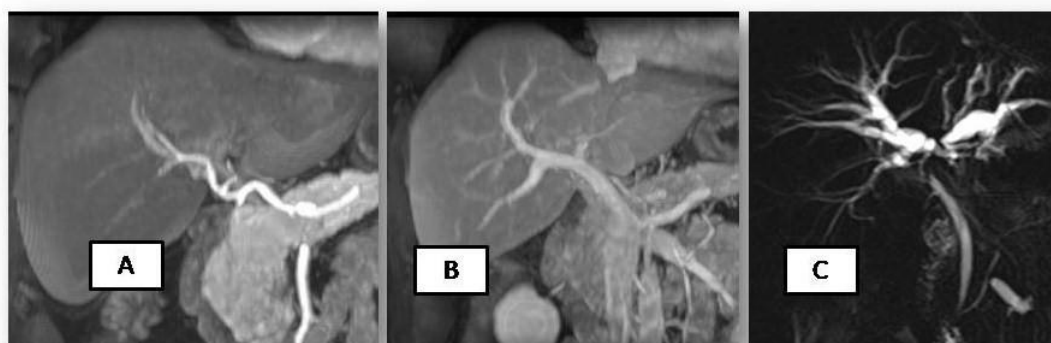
Reconstrucción arterial (A), portal (B) y biliar (C) de un colangiocarcinoma mediante resonancia magnética
